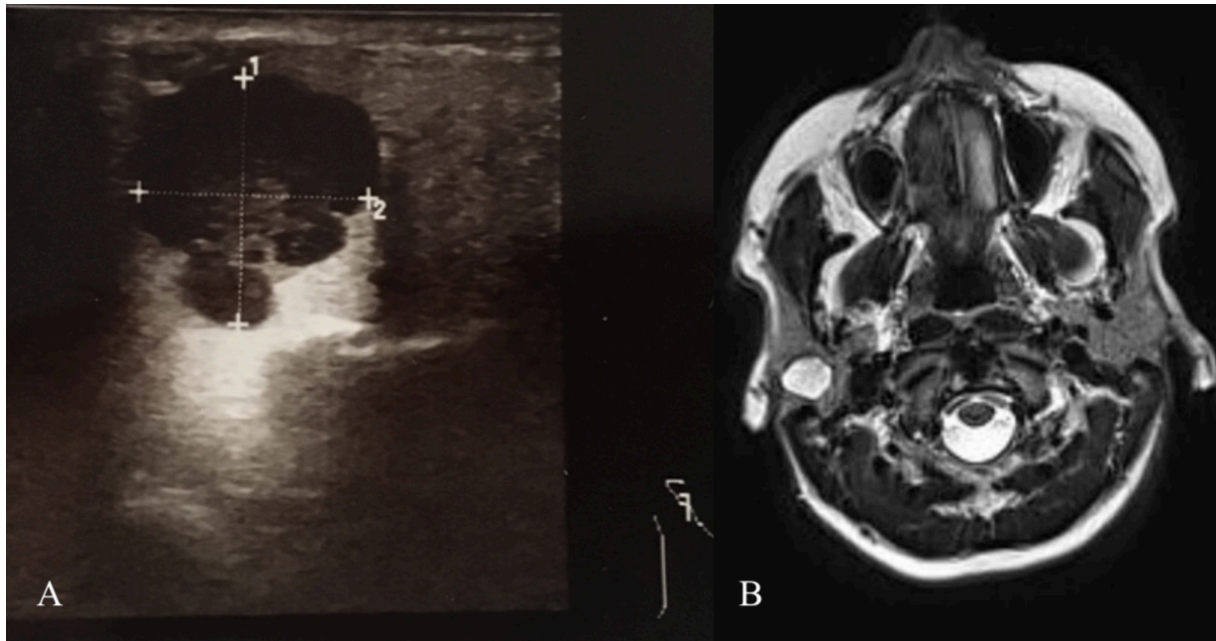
Darstellung einer Raumforderung der Gl. parotis rechts, sonographische Darstellung (A); Darstellung in einer MRT des Kopfes und Halses (B).
